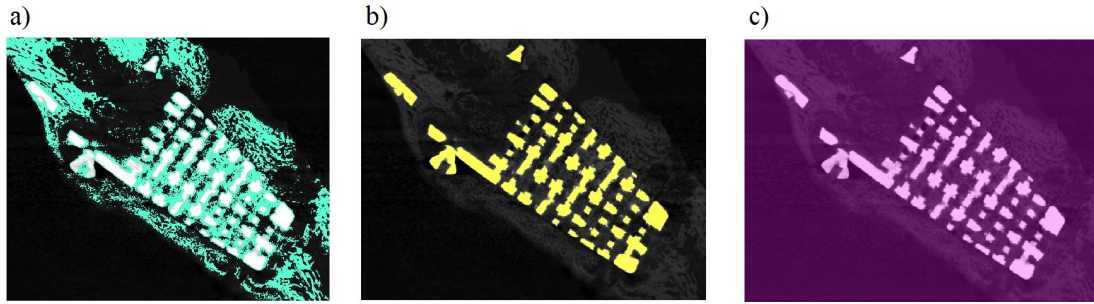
Segmentation des μ CT : a) tissu osseux, b) titane et c) fenêtre d'acquisition.
